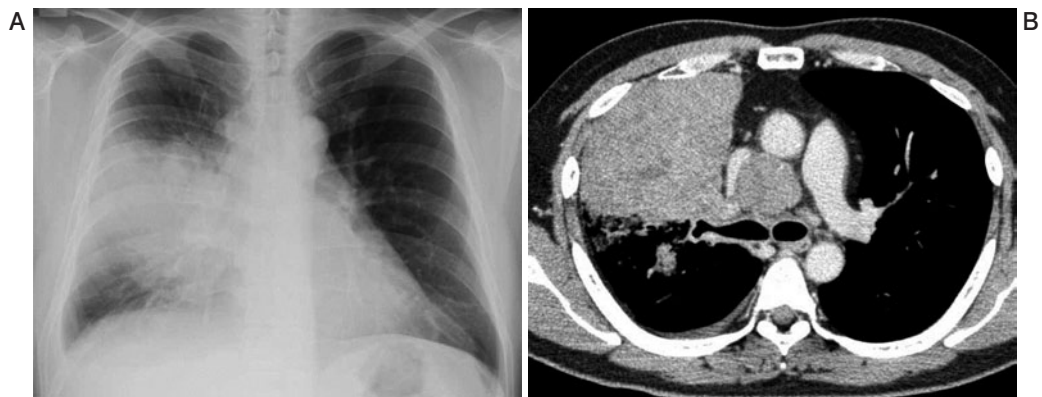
入院時画像所見. (A) 胸部 X 線写真. 右中肺野の腫瘍影および右胸水貯留を認めた. (B) 胸部 CT. 右上中葉にまたがる巨大な腫瘍および縦隔リンパ節腫大, 右胸水貯留を認めた.
